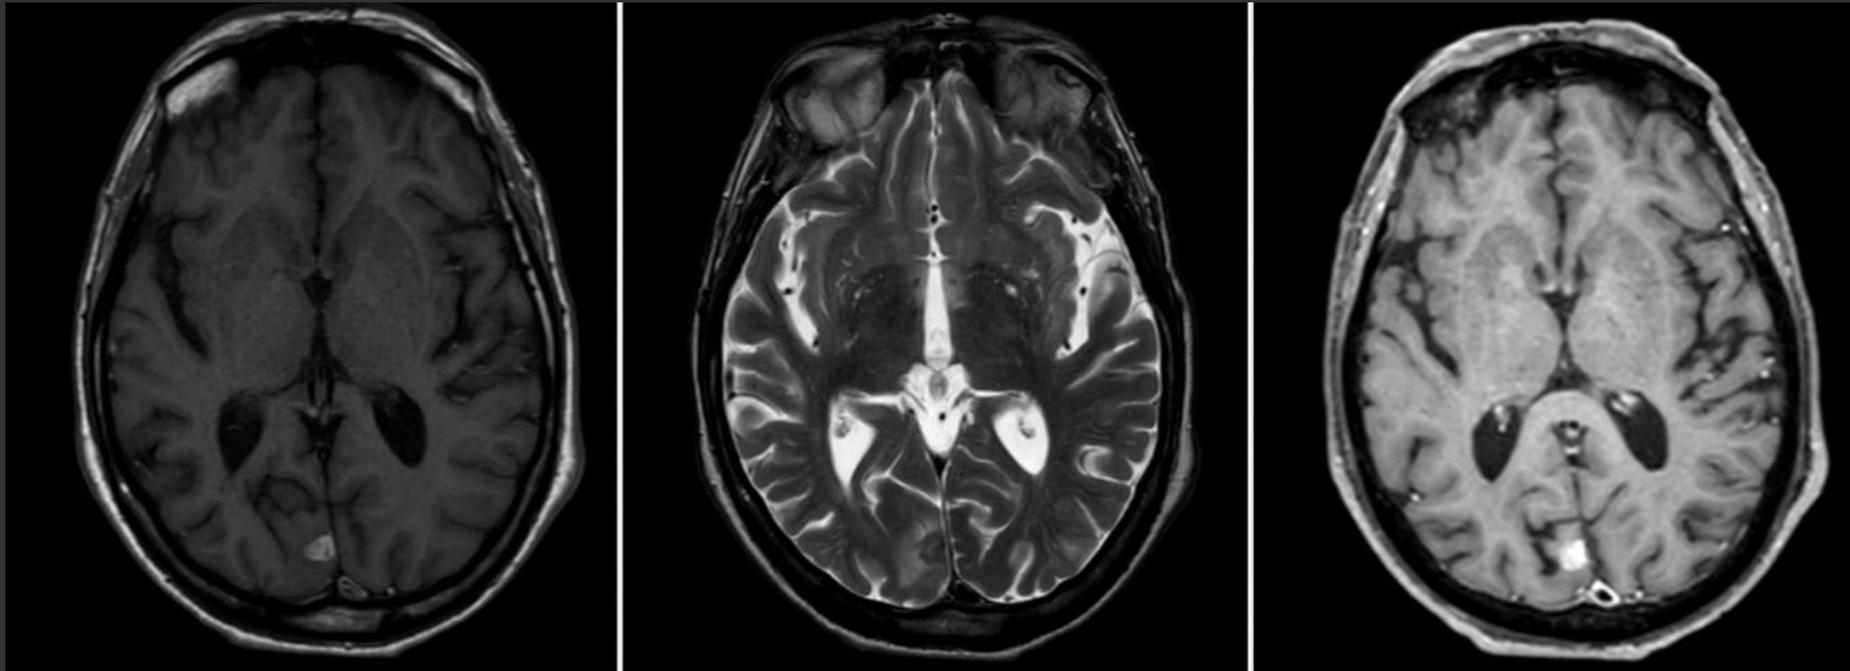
RM de cerebro. Se visualiza imagen nodular hiperintensa en secuencia T1, hipointensa en secuencia T2 con edema perilesional hiperintenso, con ávido realce tras la administración de contraste.
